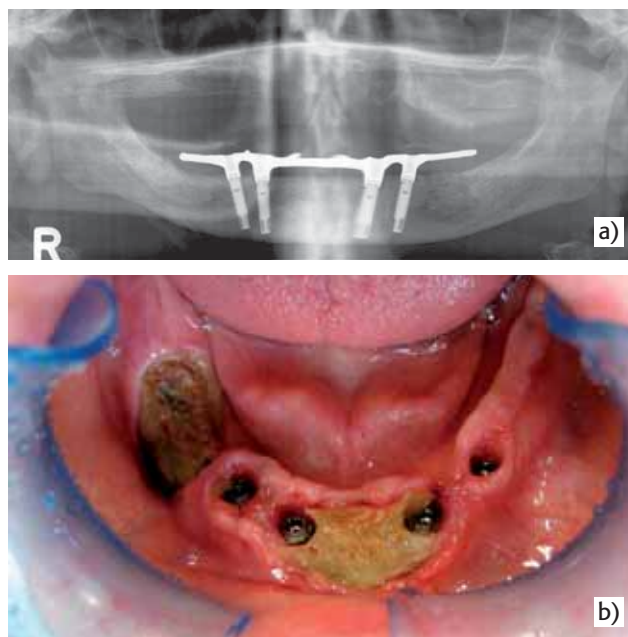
Orthopantomogramme (a) et aspect clinique (b) après implantation au niveau antérieur du maxillaire inférieur. La patiente est atteinte d'un carcinome du sein métastatique; elle est traitée par Zometa® depuis environ 26 mois.
